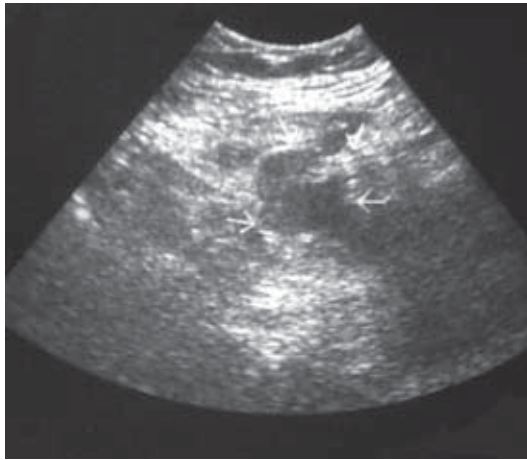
Ecotomografía que muestra colección líquida en fosa iliaca derecha entre el ciego y el techo vesical (flechas).
